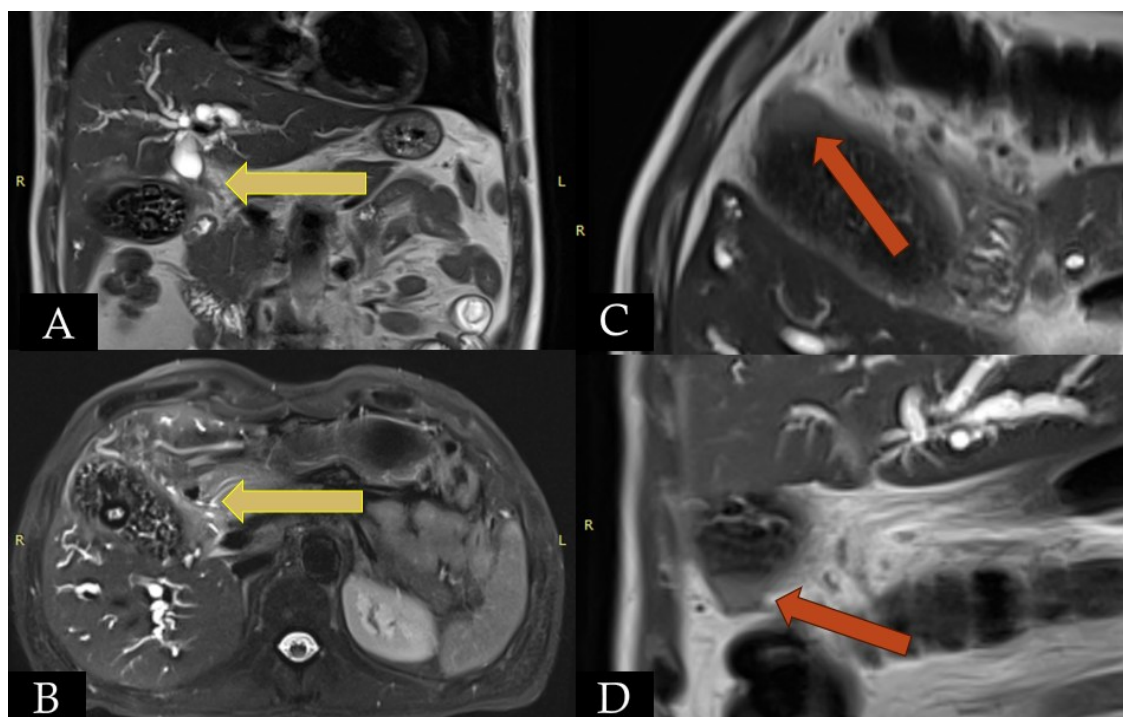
Colangiorrresonancia magnética abdominal con contraste. (3a) Corte sagital y (3b) corte axial en T2: se evidencia dilatación severa del conducto hepático común y de la vía biliar intrahepática, secundaria a engrosamiento mural concéntrico. Se identifica además litiasis vesicular y cálculo adyacente al sitio de la estenosis, hallazgos sugestivos de síndrome de Mirizzi. (3c) Corte axial y (3d) corte sagital en T2: engrosamiento focal irregular del fundus vesicular (No evaluado inicialmente). Fuente: Archivo propio del Servicio de Radiología.
